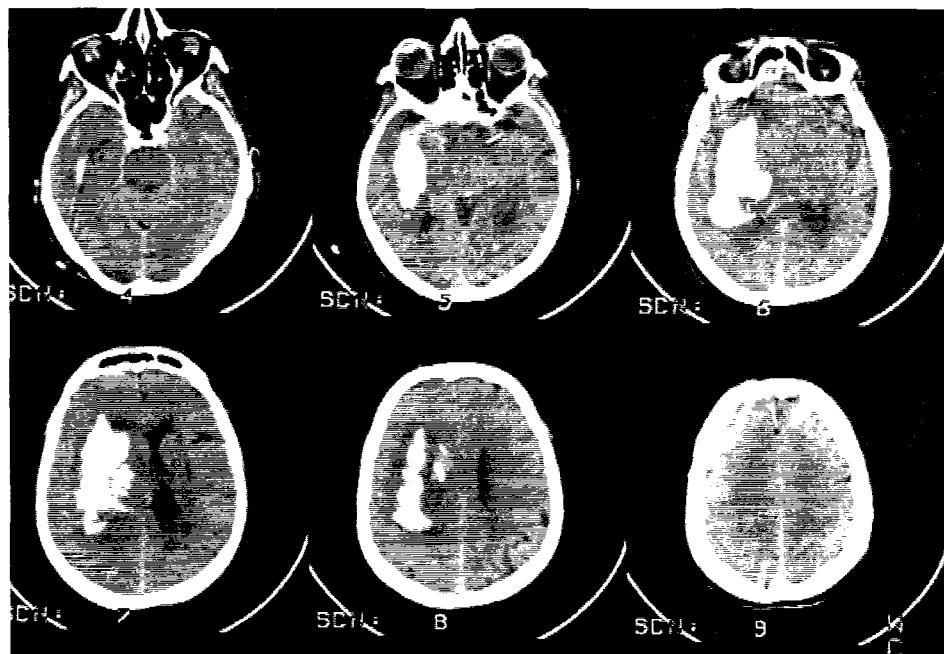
5. 1. Aspect CT de hematom intraparenchimatos de emisfer drept.
